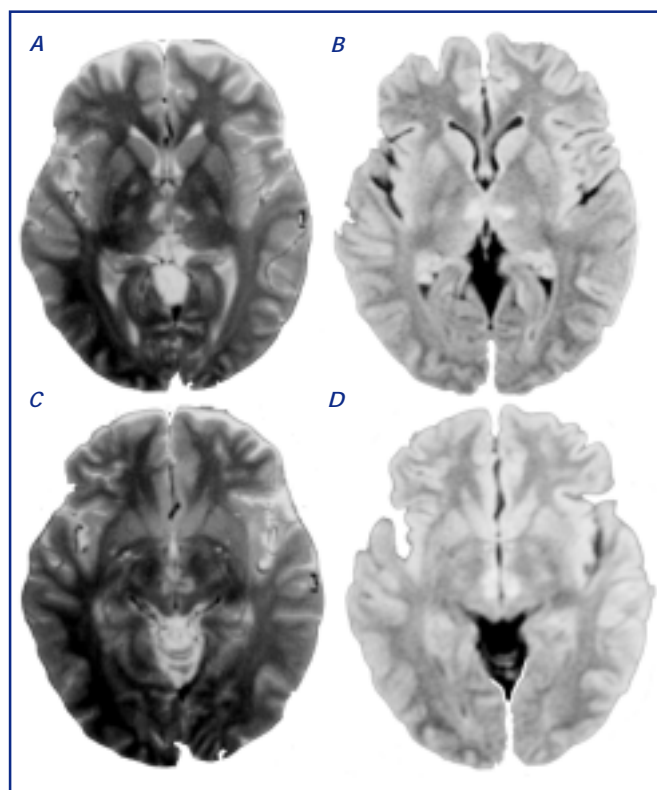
IRM de encéfalo en secuencias T2 (A y C) y FLAIR (B y D), que muestra en la parte superior hipointensidad en ambos territorios paramedianos del talamo que se extiende ventralmente hacia el mesencéfalo dorsal, con afectación bilateral de la sustancia gris periaqueductal.
